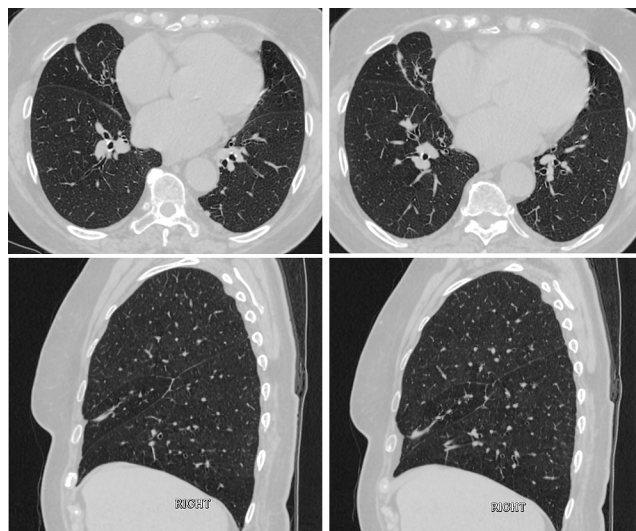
МСКТ ОГК пациентки Н. от 28.04.15
